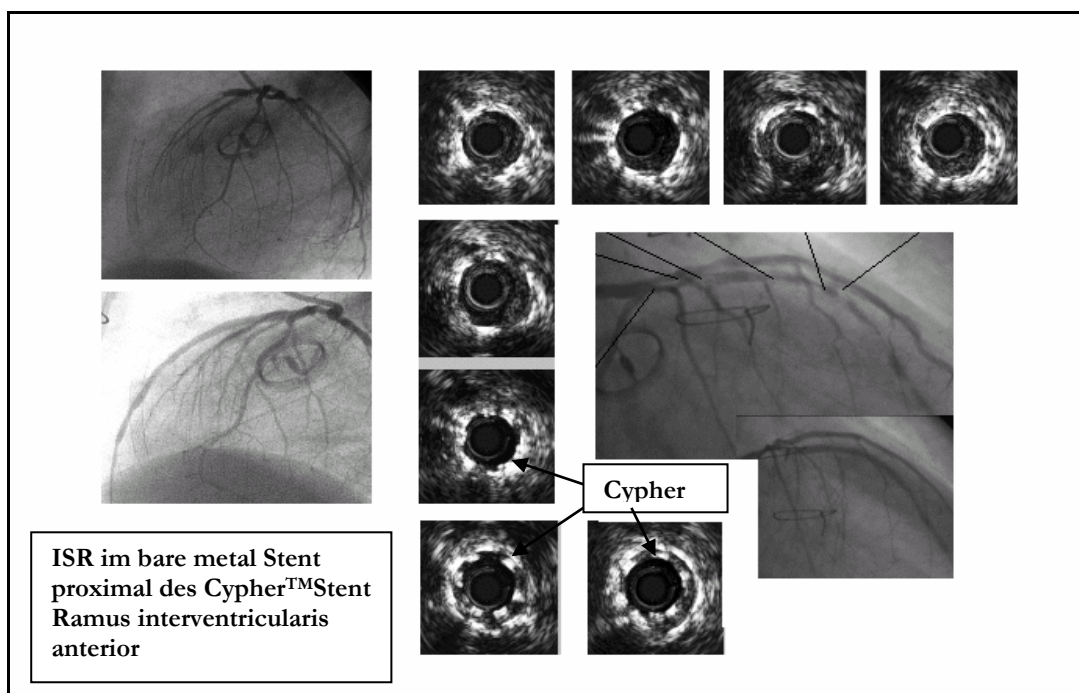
Angio- und sonographische Darstellung einer ILR
